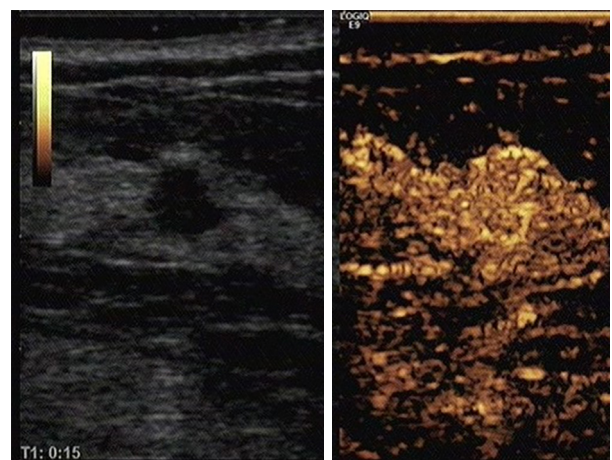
乳腺浸润性导管癌, 超声造影呈高增强、形态不规则、增强范围增大、周围见滋养血管
